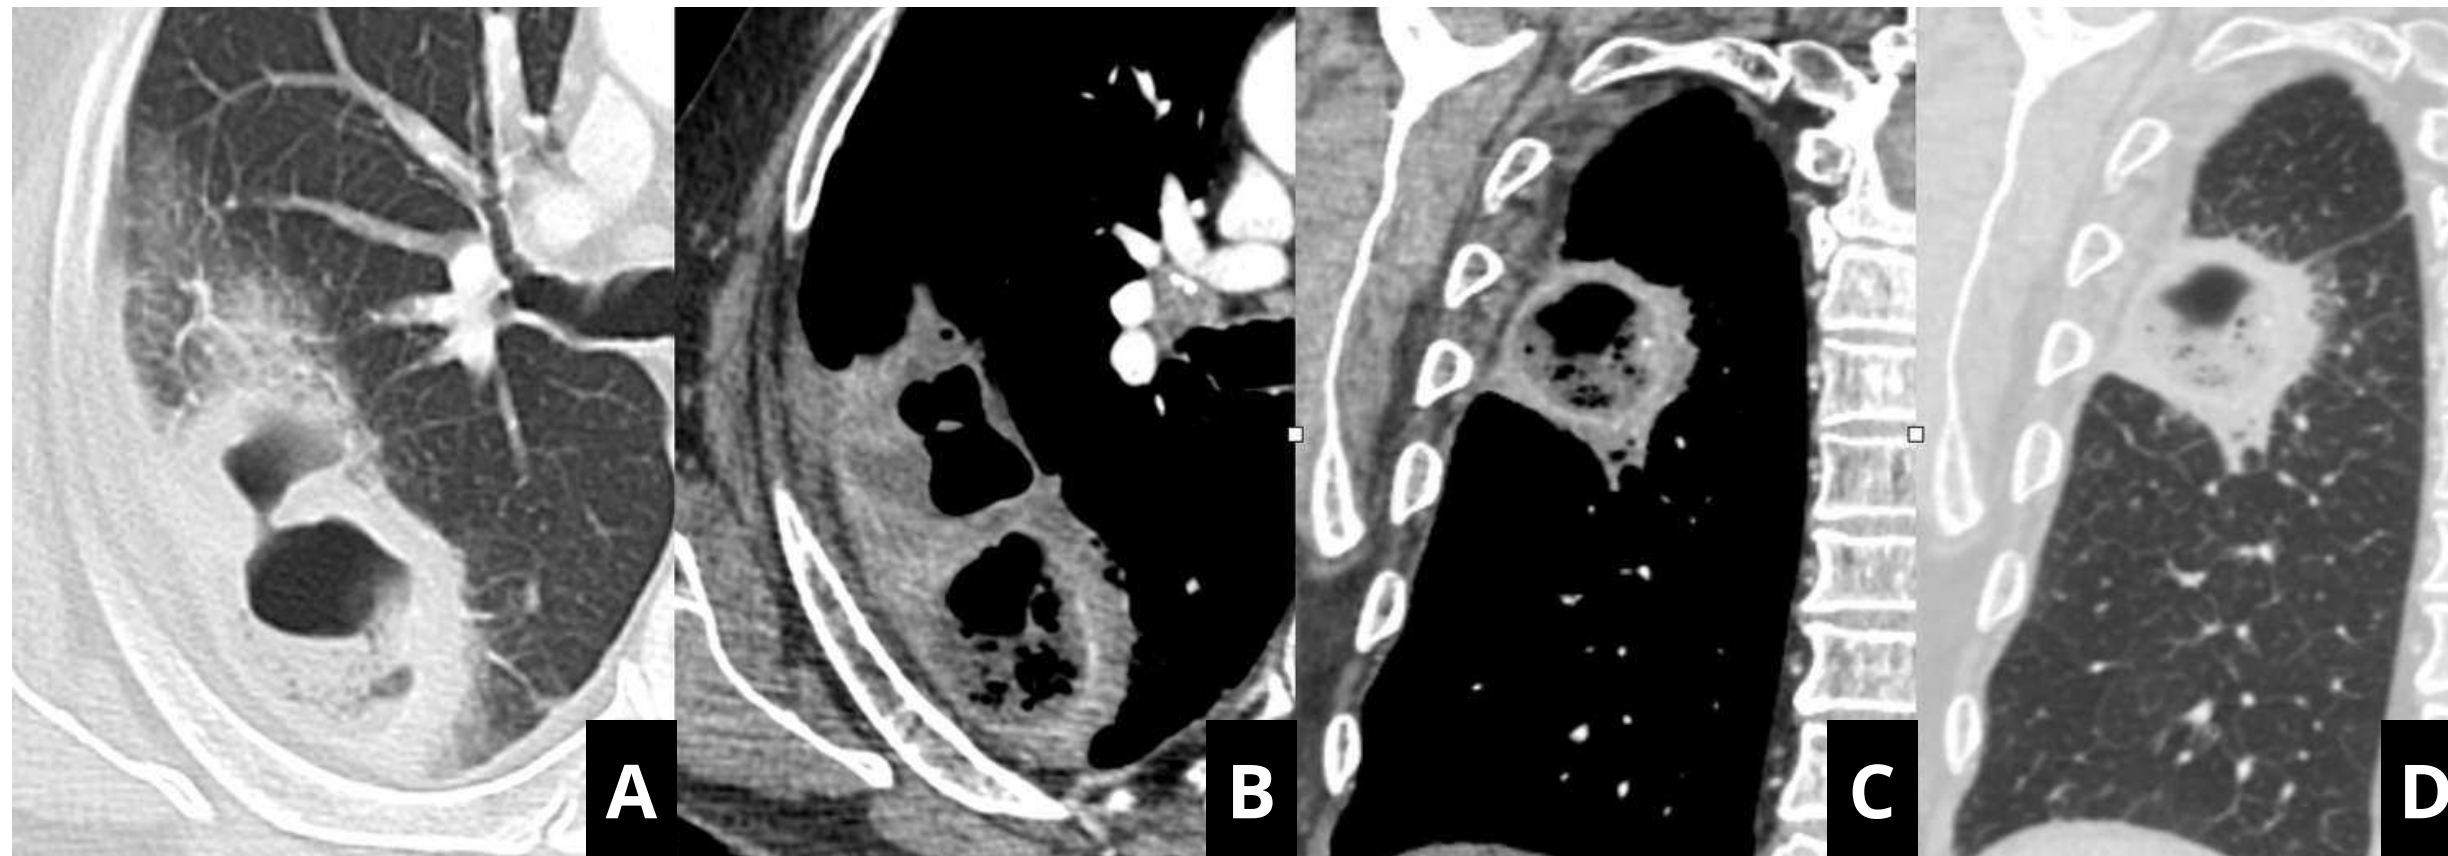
Imágenes axiales y coronales de TC en un paciente con síndrome constitucional y disnea, en el que se observan abscesos entre LSI y LII, atravesando cisura mayor, con contenido hipodenso y niveles hidroaéreos. Se aisló Nocardia, patógeno que frecuentemente provoca neumonías más agresivas y difíciles de tratar, y es común que produzca lesiones cavitadas.
